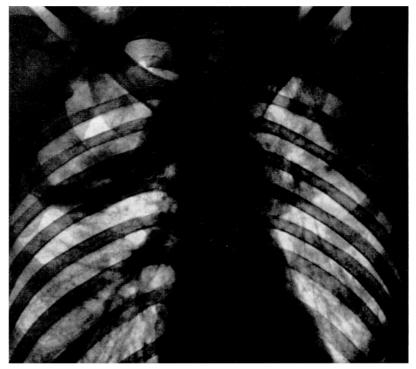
Lungenkollaps bei einer rechtsseitigen, extrapleural eingelegten Polyamidplombe, wie er sich unmittelbar nach Operation darstellt. Plombenkörper gibt noch keinen Schatten. Untere Grenze 7. Hinterrippe. Kaverne im dreieckförmig kollabierten Obergeschoß (Bettaufnahme mit Röntgenkugel)
